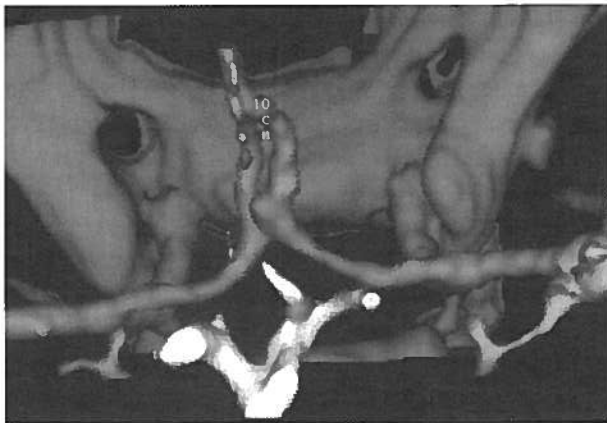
Doente do sexo feminino, 37 anos com H.S.A.. Angio-TC (SSD) evidenciando um pequeno aneurisma na transição comunicante anterior/ segmento A2, não detectado na Angiografia selectiva.
